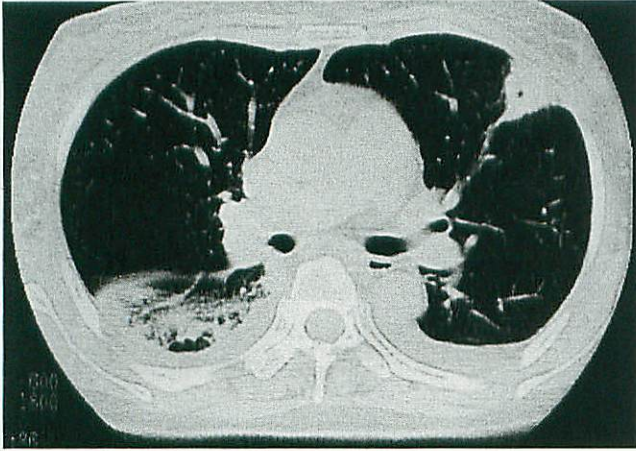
Wegener's granulomatosis. Chest CT demonstrates a nodular lesion with cavity formation in the left lung, consolidation in the right lower lung, and pleural effusion on both sides.
